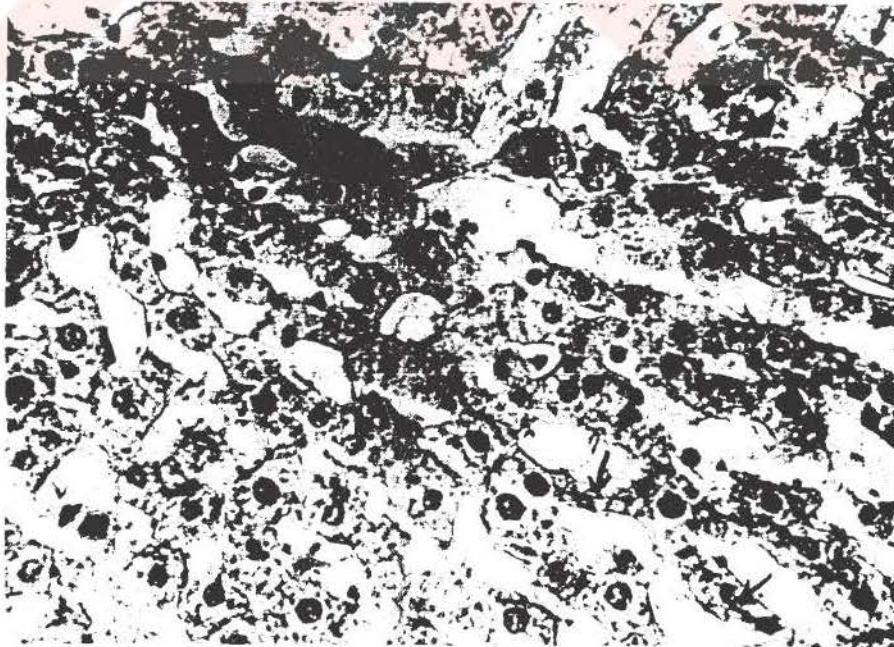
Theophylline grubuna ait sıçan karaciğer lobulüslerinin ışık mikrofotografisi. PA: Portal alan, Vc: Vena centralis
